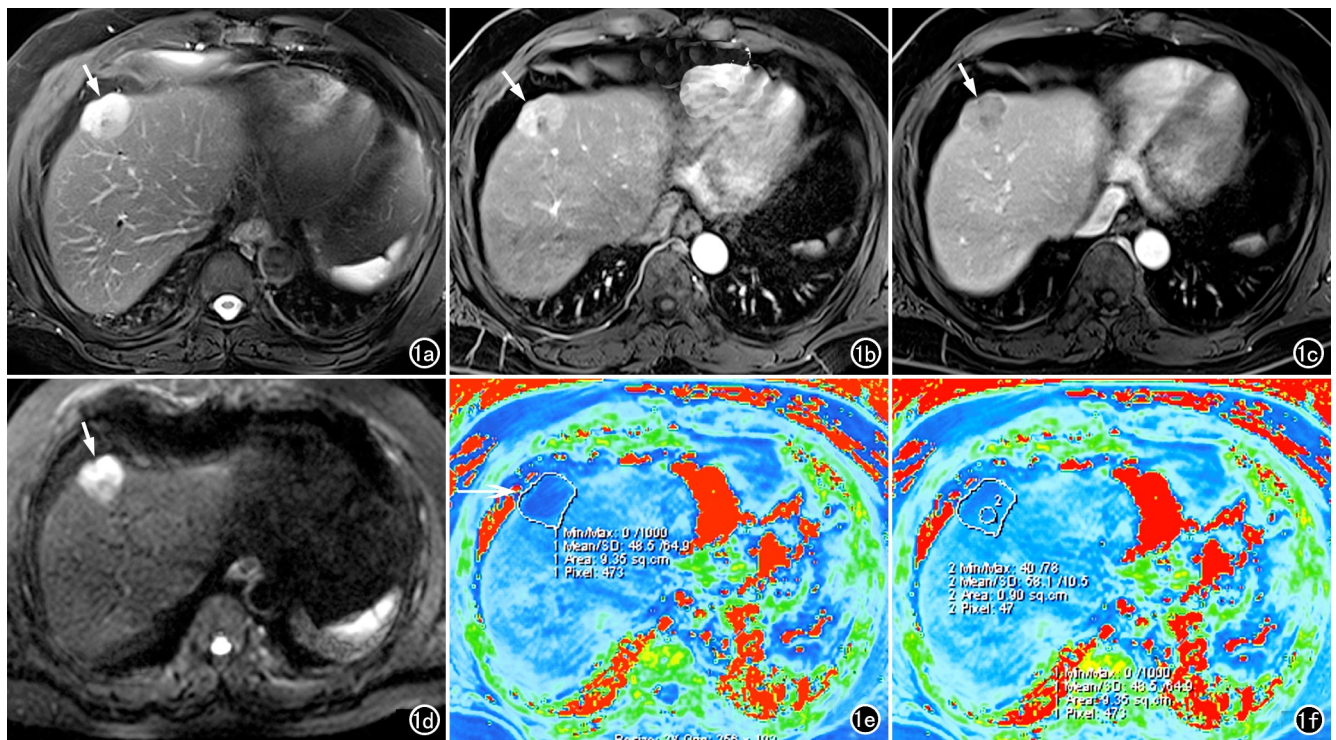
HCC 患者,男,55 岁,乙肝病史 22 年,射频消融术后 3 个月,肝包膜下 HCC 复发灶。a)压脂 T₂WI,肝包膜下可见类圆形高信号灶(箭);b)增强扫描动脉期压脂 T₁WI,显示病灶明显强化(箭);c)增强扫描门静脉期压脂 T₁WI,显示病灶强化程度明显减低(箭);d)DWI 显示病灶扩散受限呈高信号(箭);e)R₂^{*} 值伪彩图,病灶的 R₂^{*} 值降低呈蓝色(环形区域内);f)R₂^{*} 值伪彩图,测量病灶的 R₂^{*} 值为 58.1Hz。
